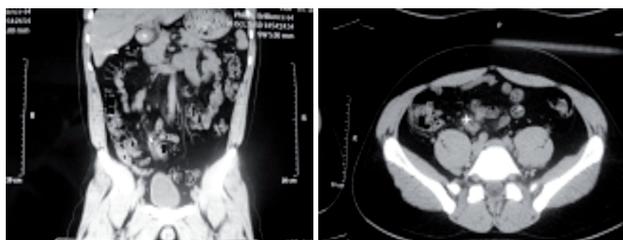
Tomografia de abdômen-pelve
